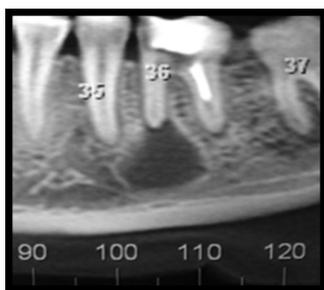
Tomografia do dente 36, indicando lesão cística, com proximidade do canal mandibular
